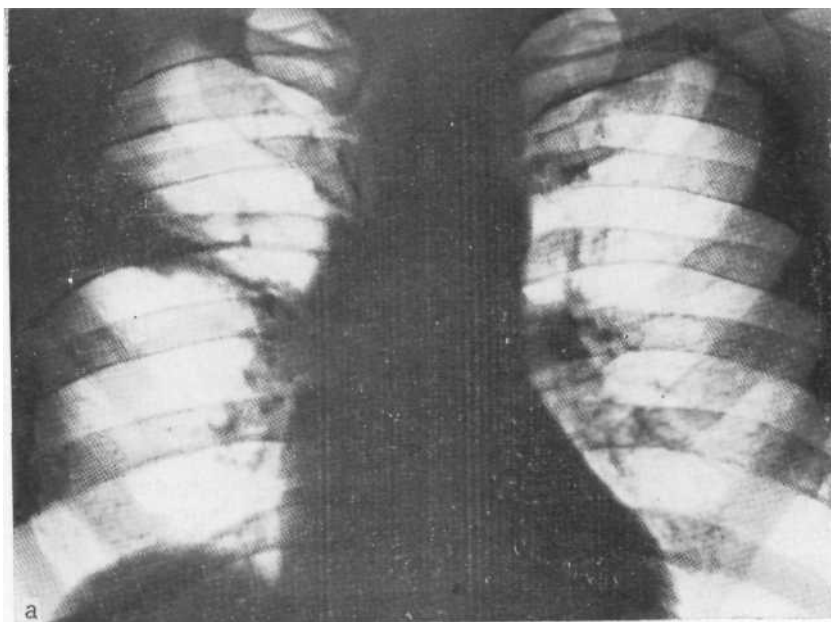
Обзорная рентгенограмма (а) и компьютерная томограмма (б). Инфаркт легкого.
